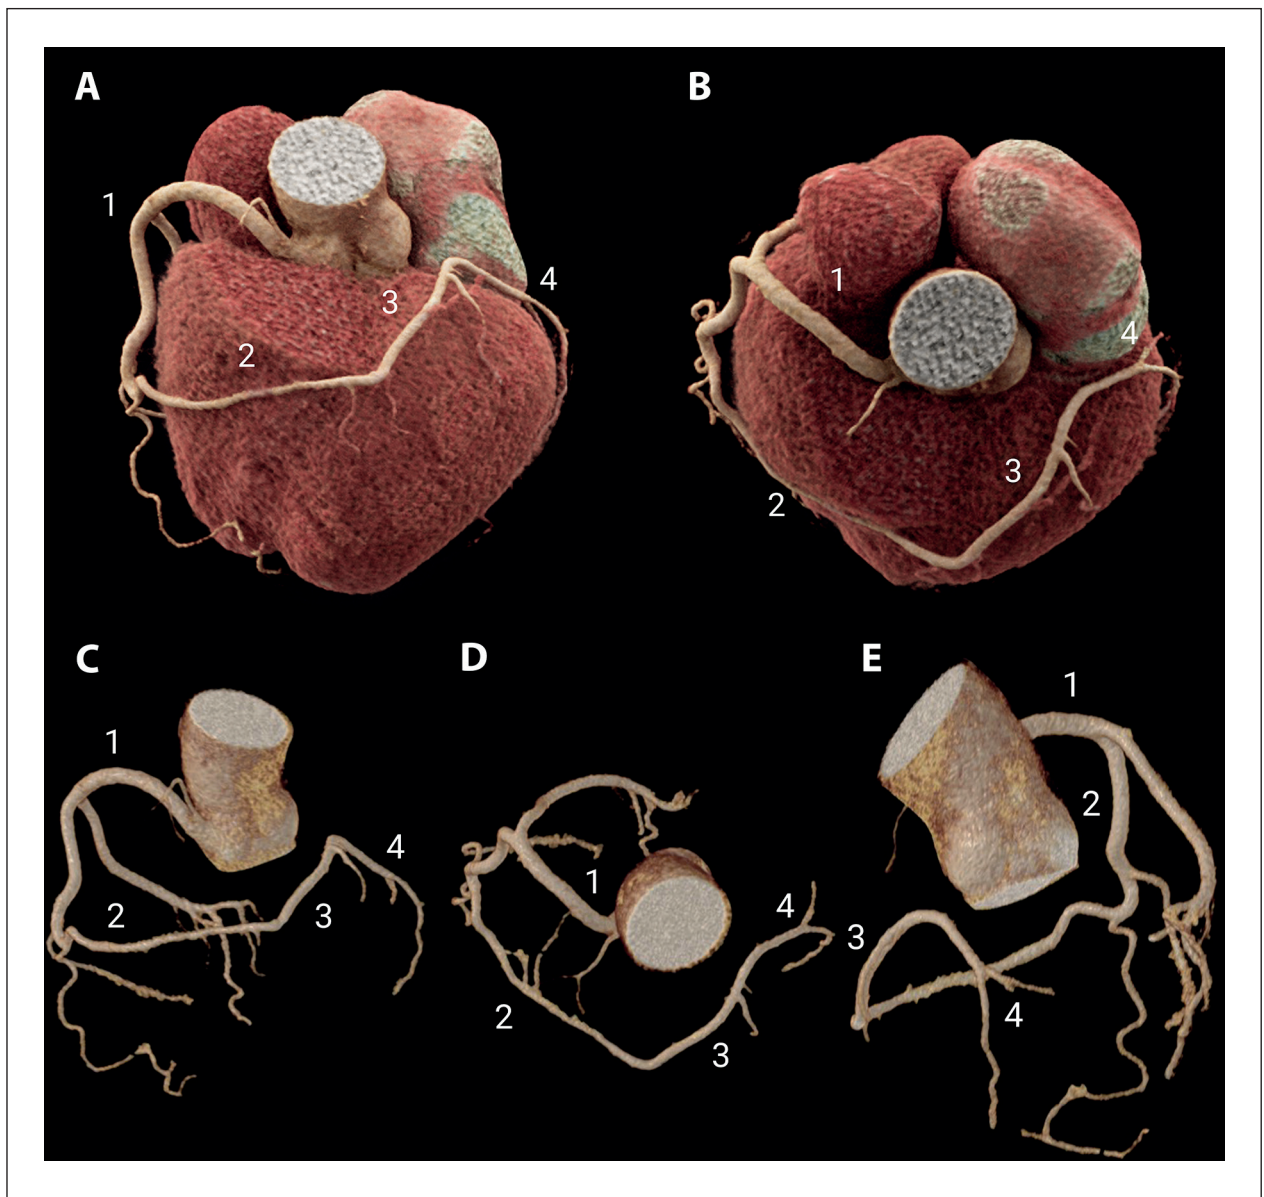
Achados da Angiotomografia Computadorizada das Artérias Coronárias (ATCC). Reconstruções cardíacas (A-B) e coronarianas (C-E) renderizadas em 3D pela ATCC permitiram melhor visualização da anatomia coronariana. 1) Artéria coronária direita (CD) única emergindo do seio coronariano direito, com trajeto normal pelo sulco atrioventricular; 2) Artéria marginal direita alongada, com trajeto anterior ao cone do ventrículo direito, alcançando o sulco interventricular anterior; 3) Ramo interventricular anterior com trajeto ascendente, emitindo ramos septais e diagonais (território da artéria DA esquerda); 4) Ramo atrioventricular esquerdo com trajeto lateral, ramificando-se em ramos marginais obtusos esquerdos (território da artéria CX esquerda).
